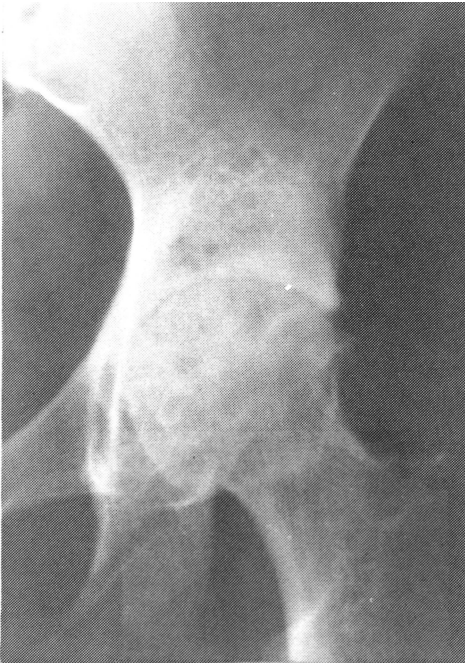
A y 3-B. CASO 1. Radiografías de cadera izquierda a los cinco años del diagnóstico.
